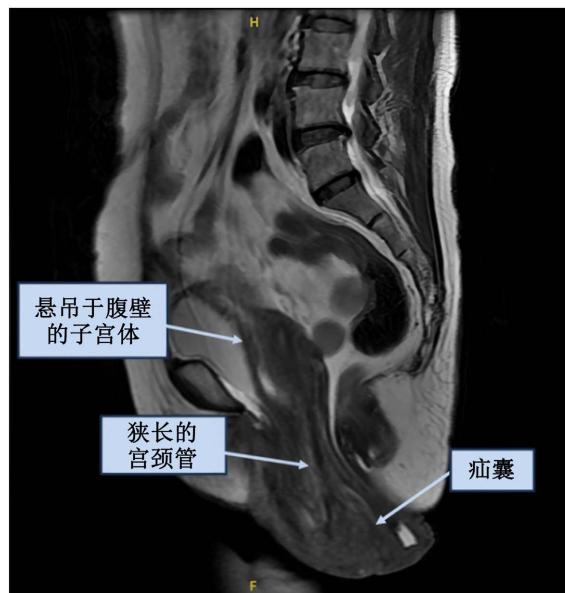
Pelvic MRI imaging prior to surgical intervention
